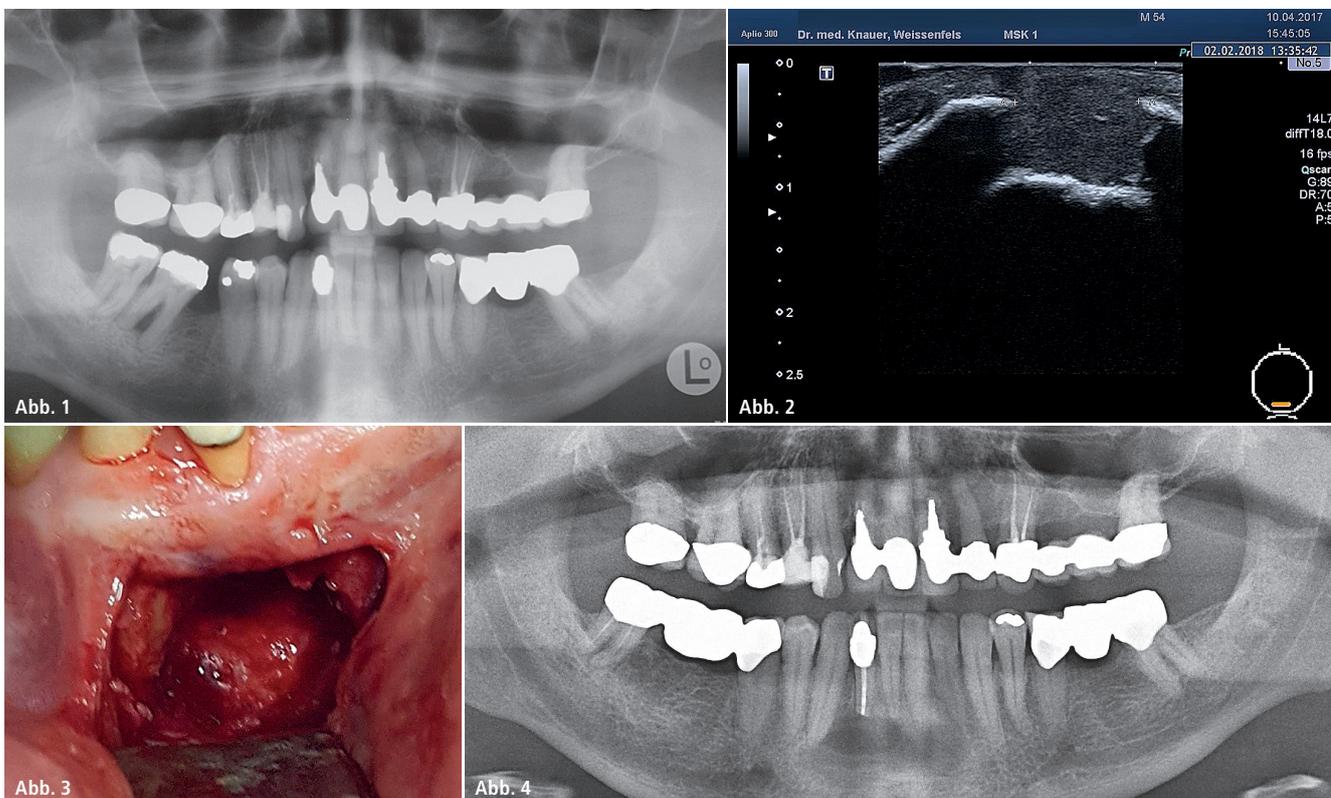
Radiologisch unauffälliger Befund eines OPGs vor der Resektion des Zahns 42. – Abb. 2: Bei der intraoralen sonografischen Befunderhebung stellte sich ein größerer knöcherner Defekt in Regio 42 bis 31 dar. – Abb. 3: Operationssitus nach Entfernung. – Abb. 4: Postoperatives OPG.
